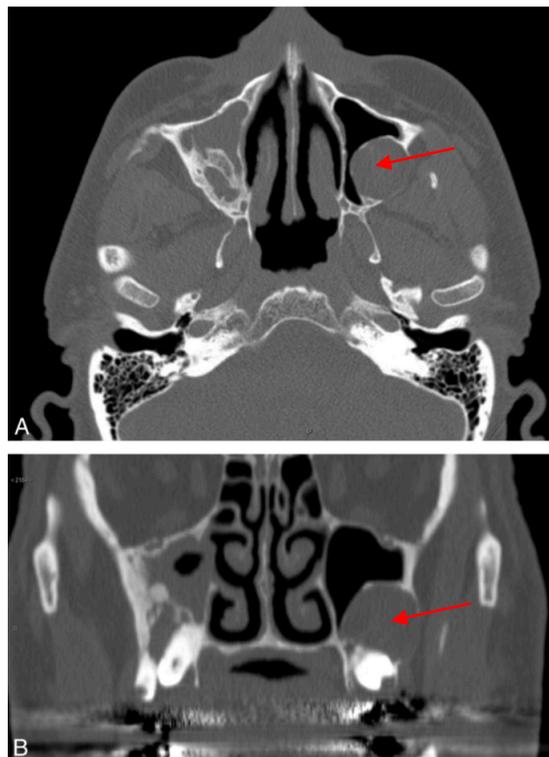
TDM en coupe axiale (A) et coronale (B) de la face. Une formation d'aspect kystique, uniloculaire, bien limitée, encapsulée, développée autour de la couronne de la 28, envahissant le sinus maxillaire gauche est visible (flèche). Un cloisonnement et un comblement quasi-total du sinus maxillaire droit est lui aussi visible. (4)
